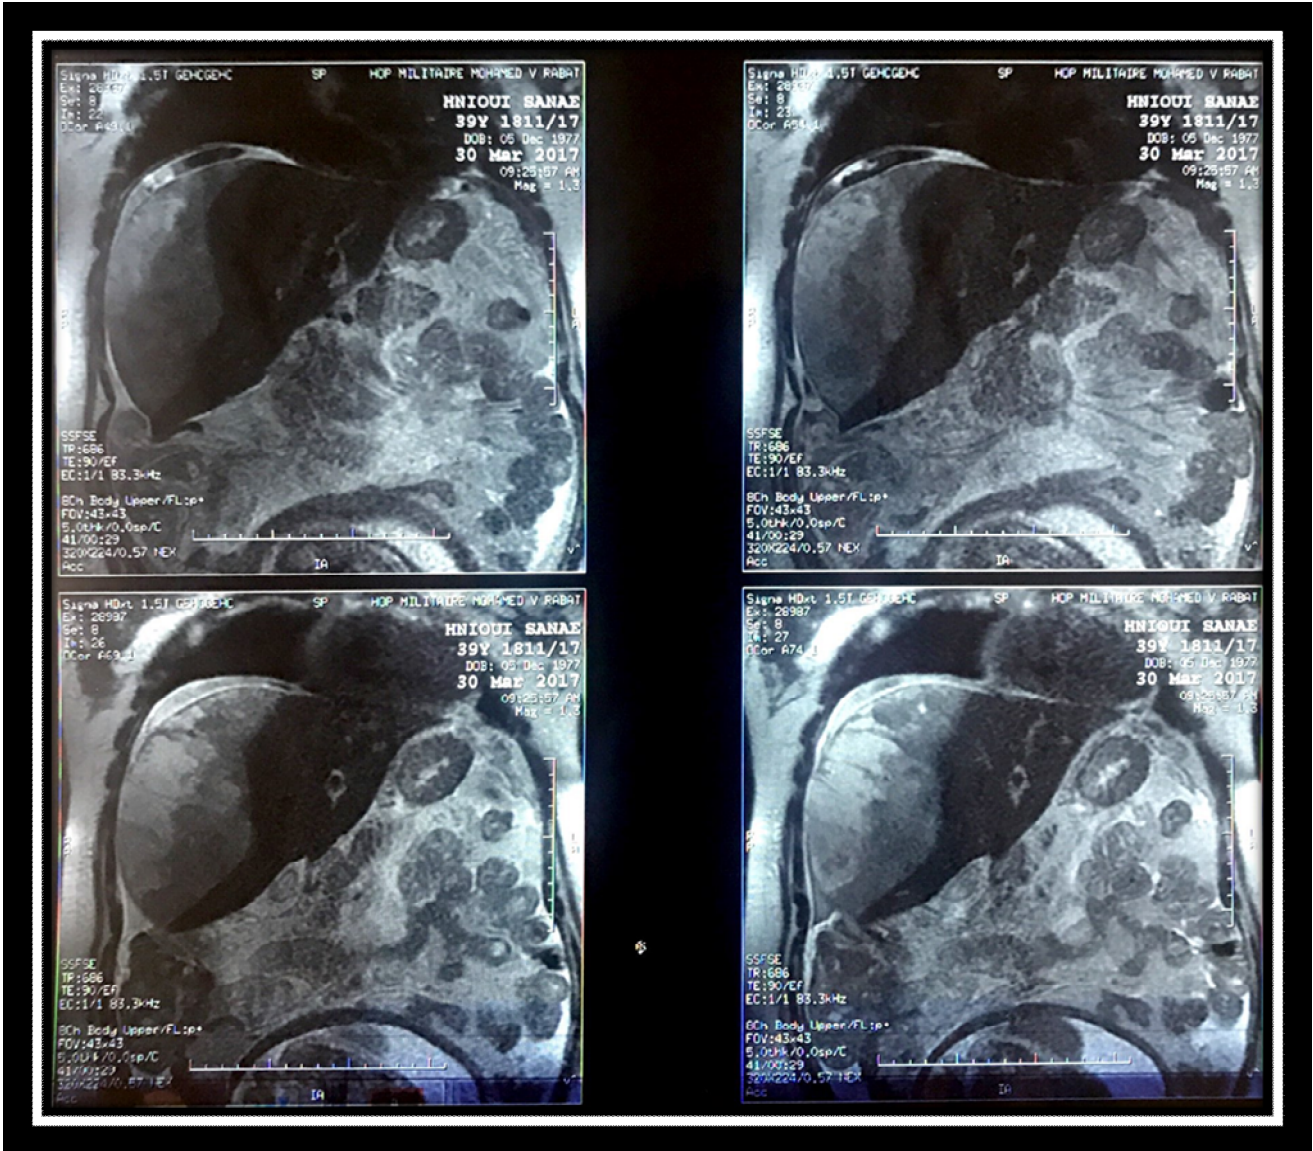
IRM abdominale en coupe coronale montrant un volumineux hématome sous capsulaire coiffant le lobe droit du foie sous forme d'une image hypointense en T1, hyperintense en T2 avec aspect hétérogène en T2 Echo de gradient.
